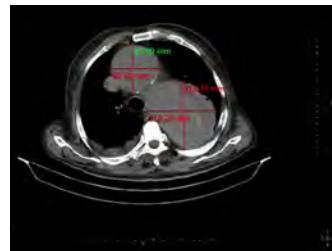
Measurement of aorta from different level at thorax CT scan without contrast.
